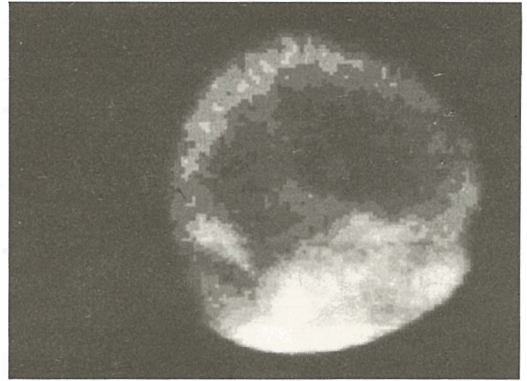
i 3b — Analogni (slika 3a) i filtrirani (slika 3b) scintigrama jetre s difuznom lezijom i suspektim lokaliziranim promjenama u prednjim centralnim dijelovima desnog režnja
